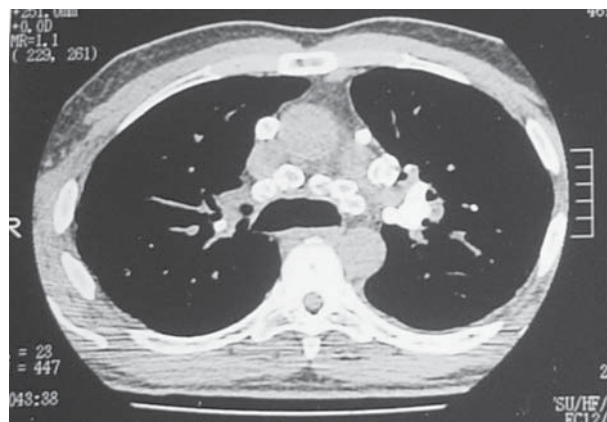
TC de tórax (janela mediastinal) evidenciando múltiplas linfonodomegalias mediastinais com o padrão característico de calcificação “em casca de ovo”.
